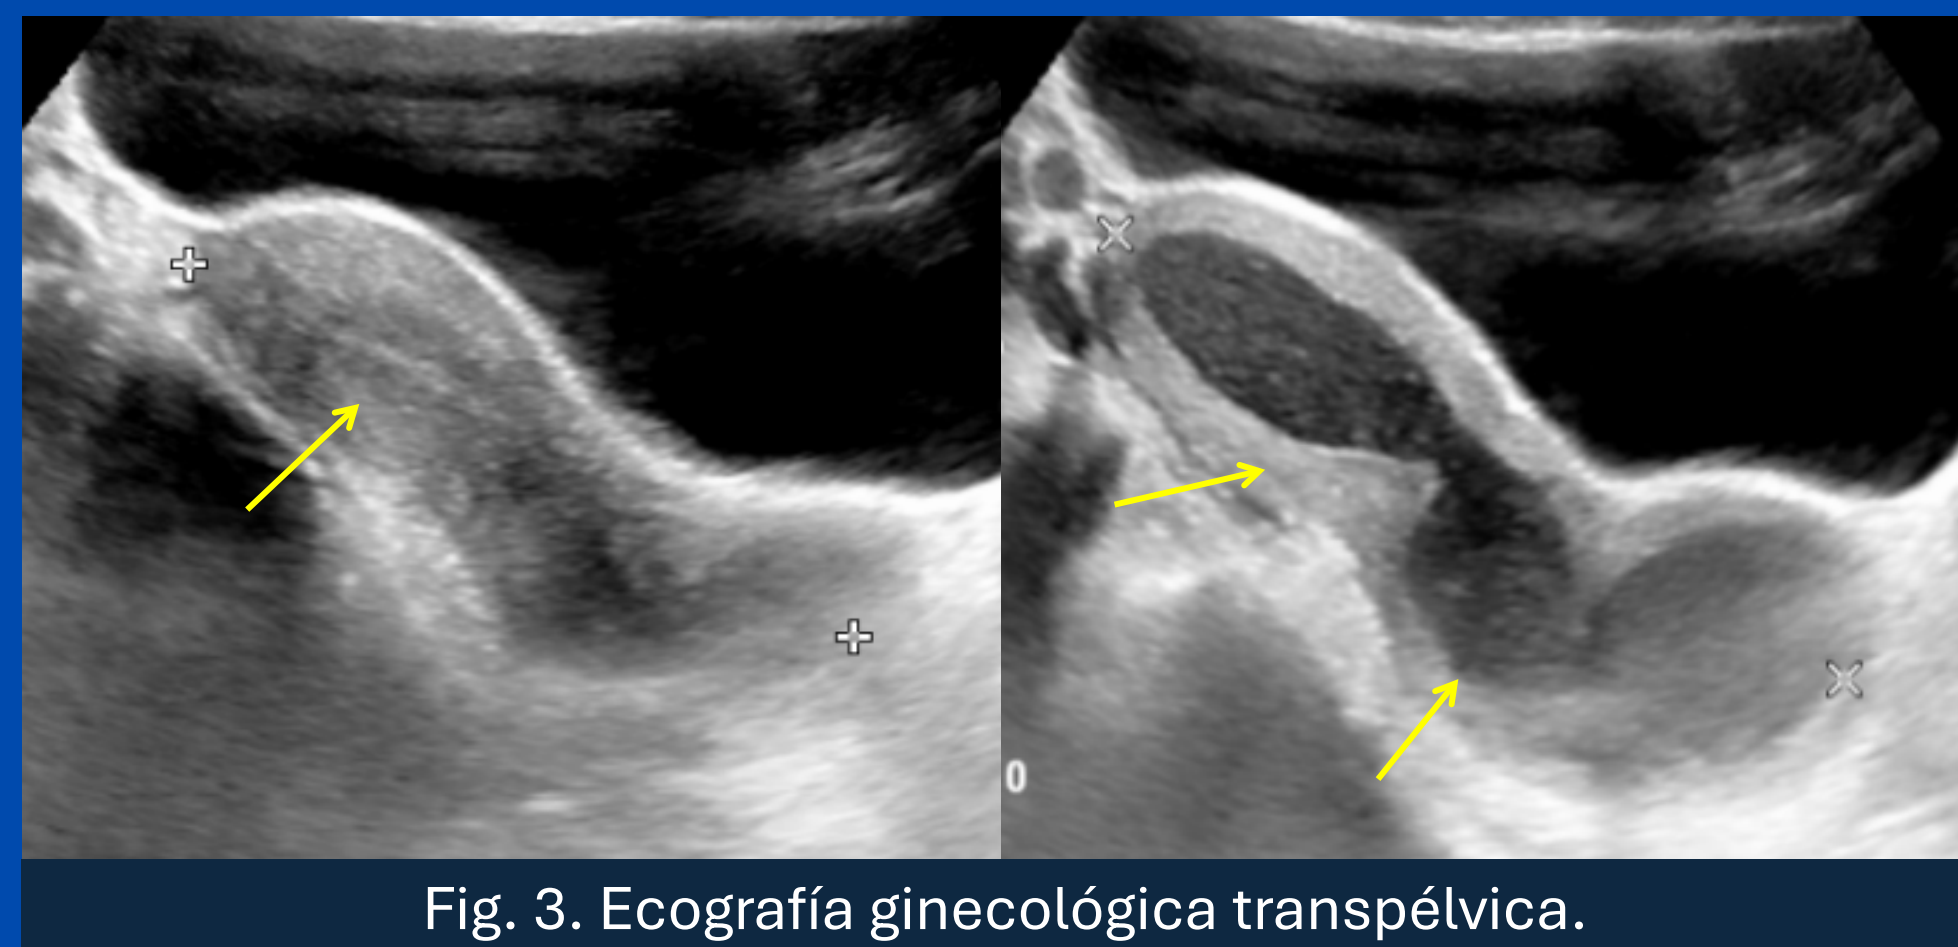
Ecografía ginecológica transpélvica.
